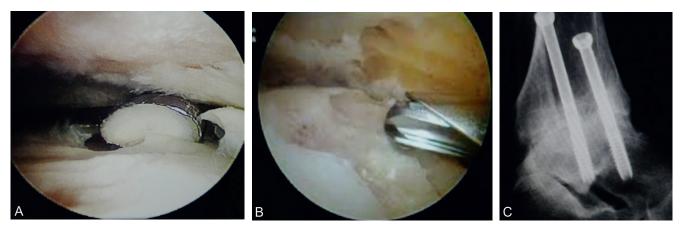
a, b. Avivement cartilagineux à la curette et à la fraise motorisée. c. Radiographie postopératoire de profil.
